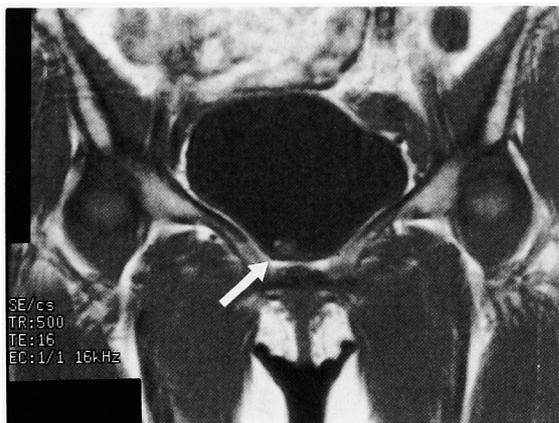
MRI (T1 weighted, coronal section) revealed a bladder tumor at the internal urethral orifice (arrow).
